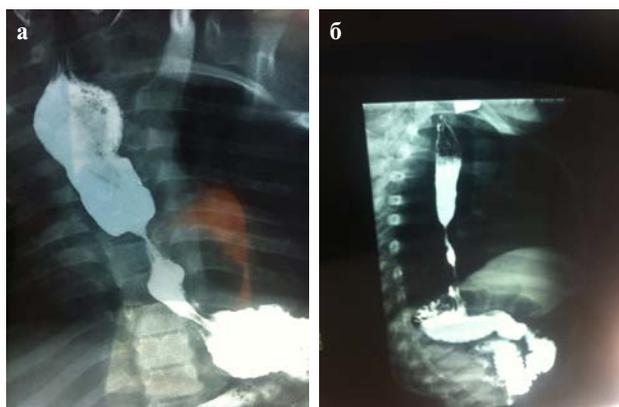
Рентгенограмма пищевода и частично желудка с контрастированием.
